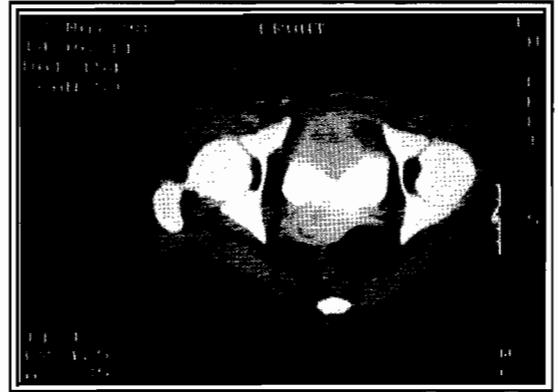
TDM abdominopelvienne préopératoire avec injection de produit de contraste (en mai 1998). Coupes axiales, tumeur bourgeonnante du dôme vésical qui prend le produit de contraste en périphérie avec un foyer de nécrose en son centre.
